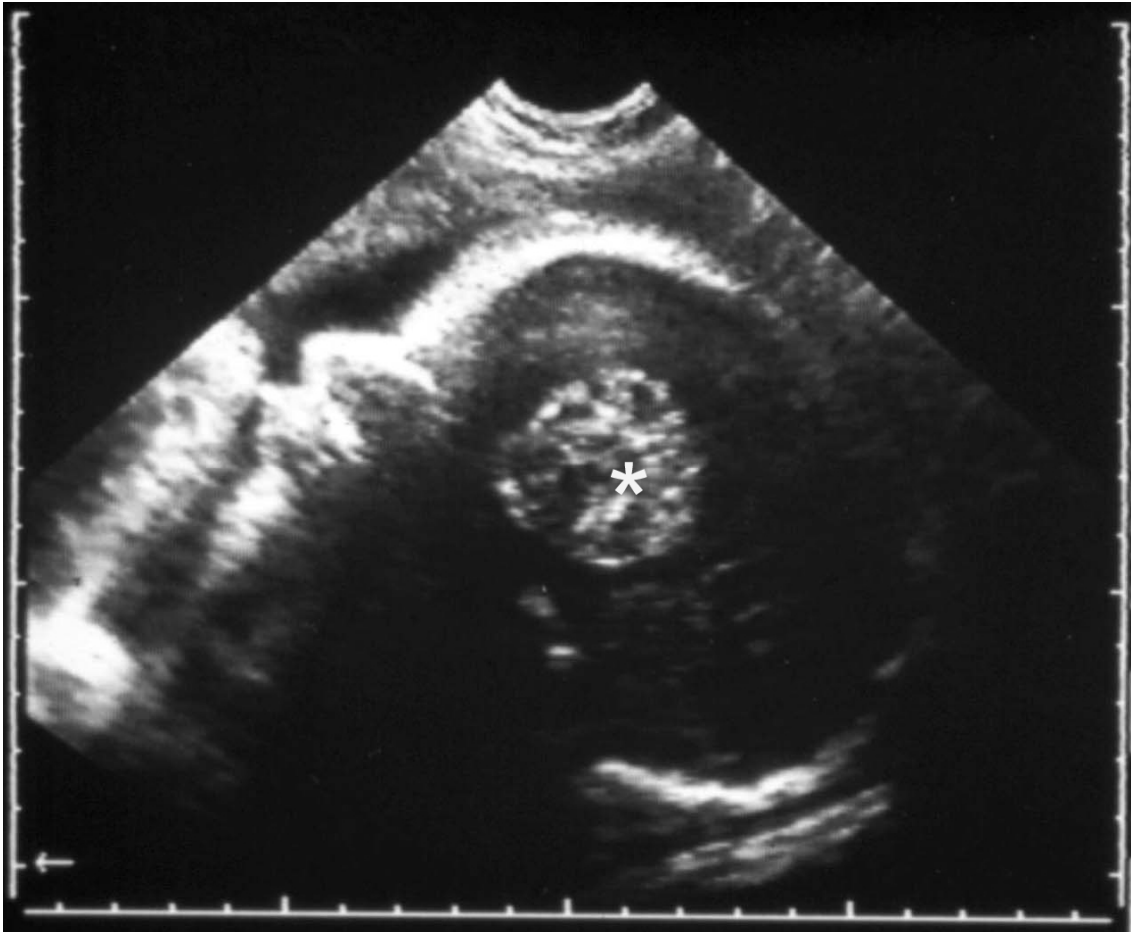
Intrauteriner Sonographiebefund in der 28. SSW. Markierung des suprasellären Tumors (*).
